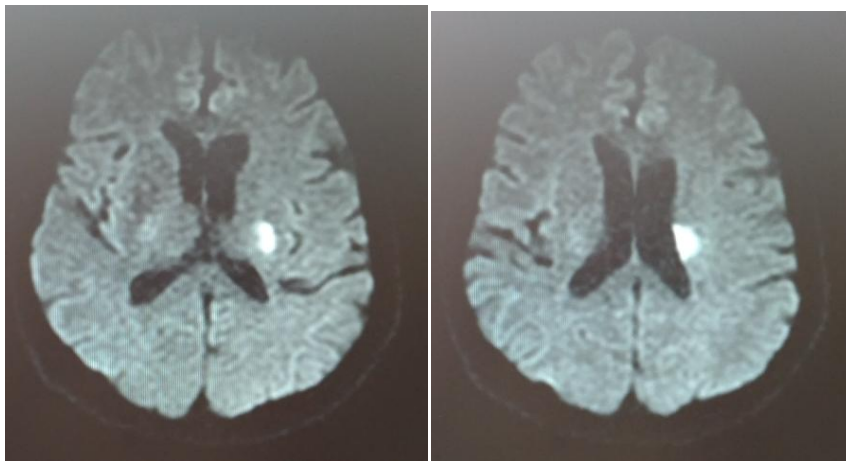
МРТ головного мозга (ДВИ) пациента П-ва на вторые сутки инсульта
